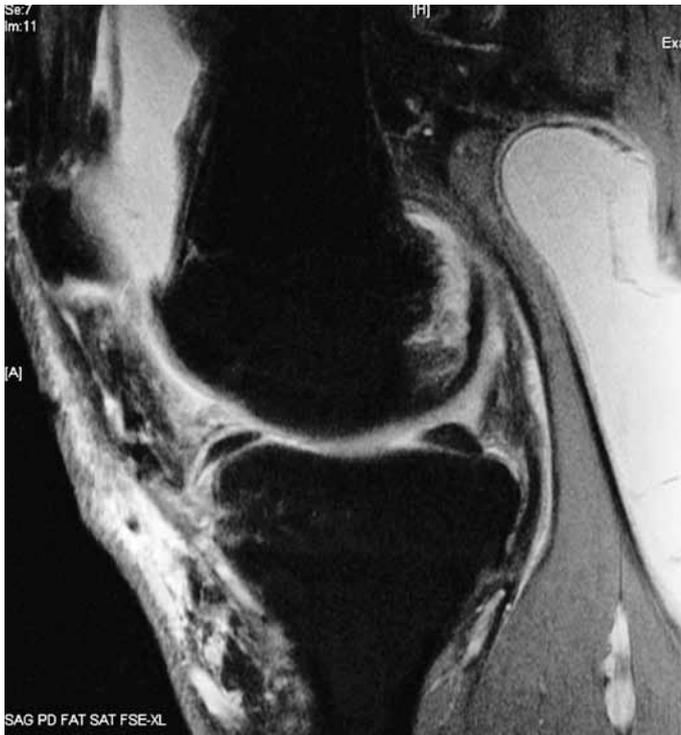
Imagem de corte sagital de exame de ressonância magnética do joelho, ponderada em T2, observando-se presença de cisto de Baker.
